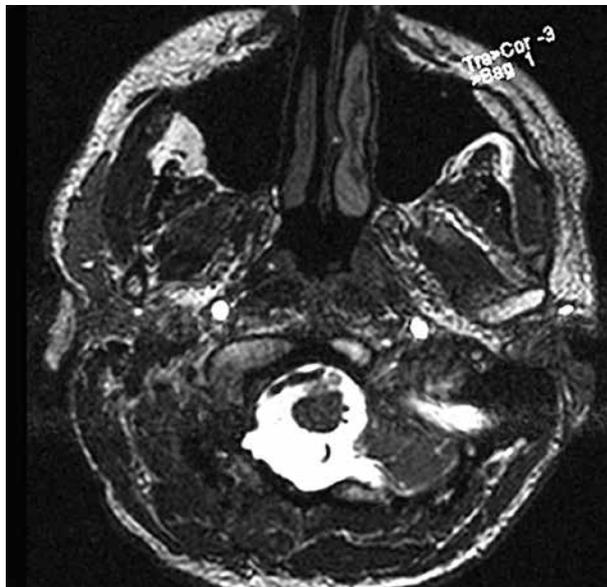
Магнитно-резонансная томограмма головного мозга пациента после оперативного вмешательства. Визуализирована транспозиция и интерпозиция позвоночной артерии
